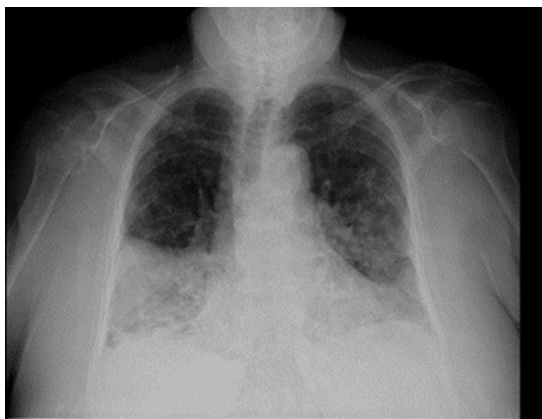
Radiografía de tórax en proyección AP. Con evidencia de derrame pleural bilateral de predominio derecho, infiltrado reticular diseminado. Zona de consolidación en base derecha.
